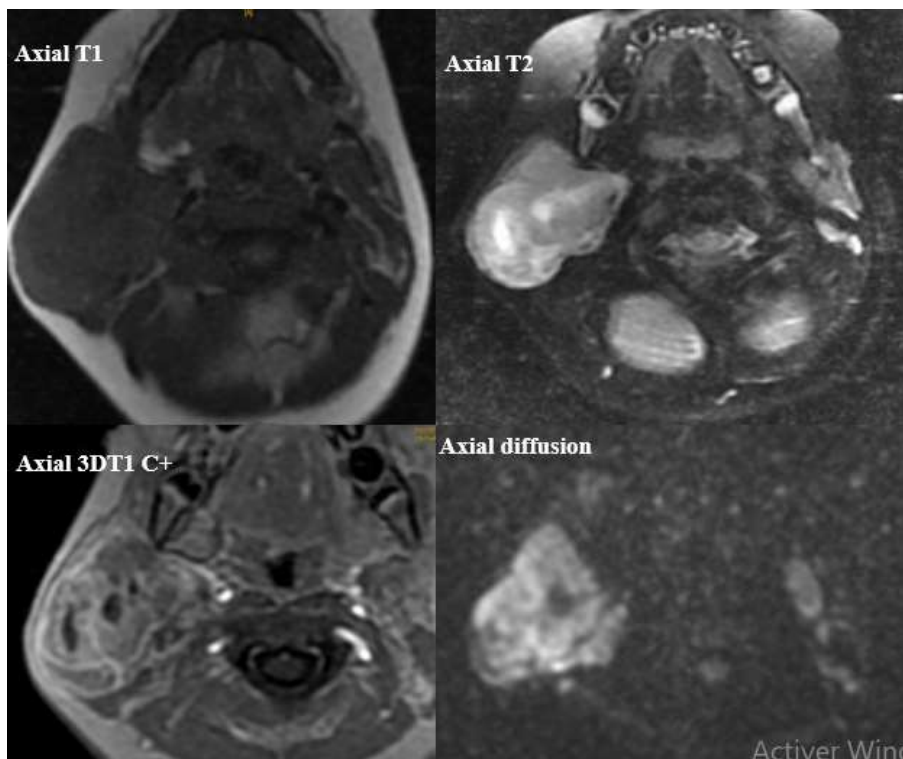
IRM cervicale; masse parotidienne droite hétérogène décrite en hypo signal T1, hypersignal T2, rehaussée de façon hétérogène après contraste refermant de zones nécrotiques et restrictive en diffusion
